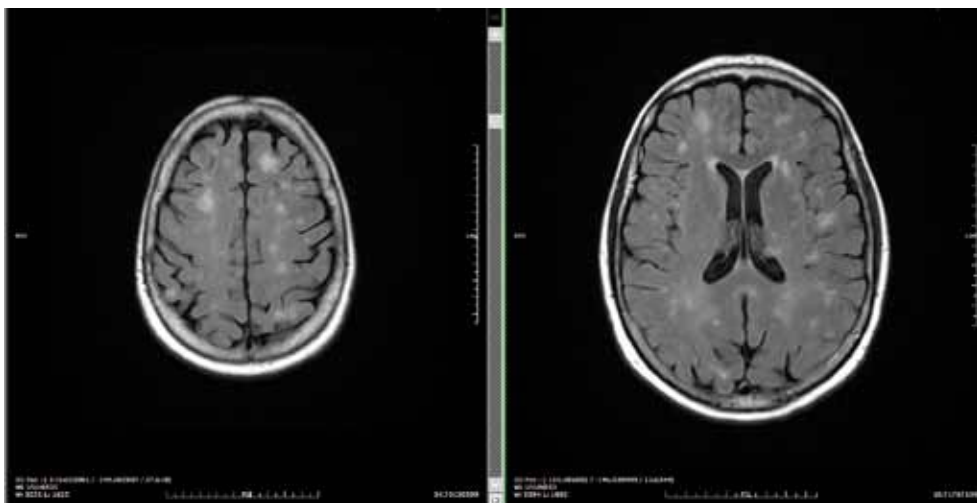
RM craneal potenciada en T2/FLAIR sin contraste. Lesiones nodulares en ambos hemisferios cerebrales compatibles con abscesos.
